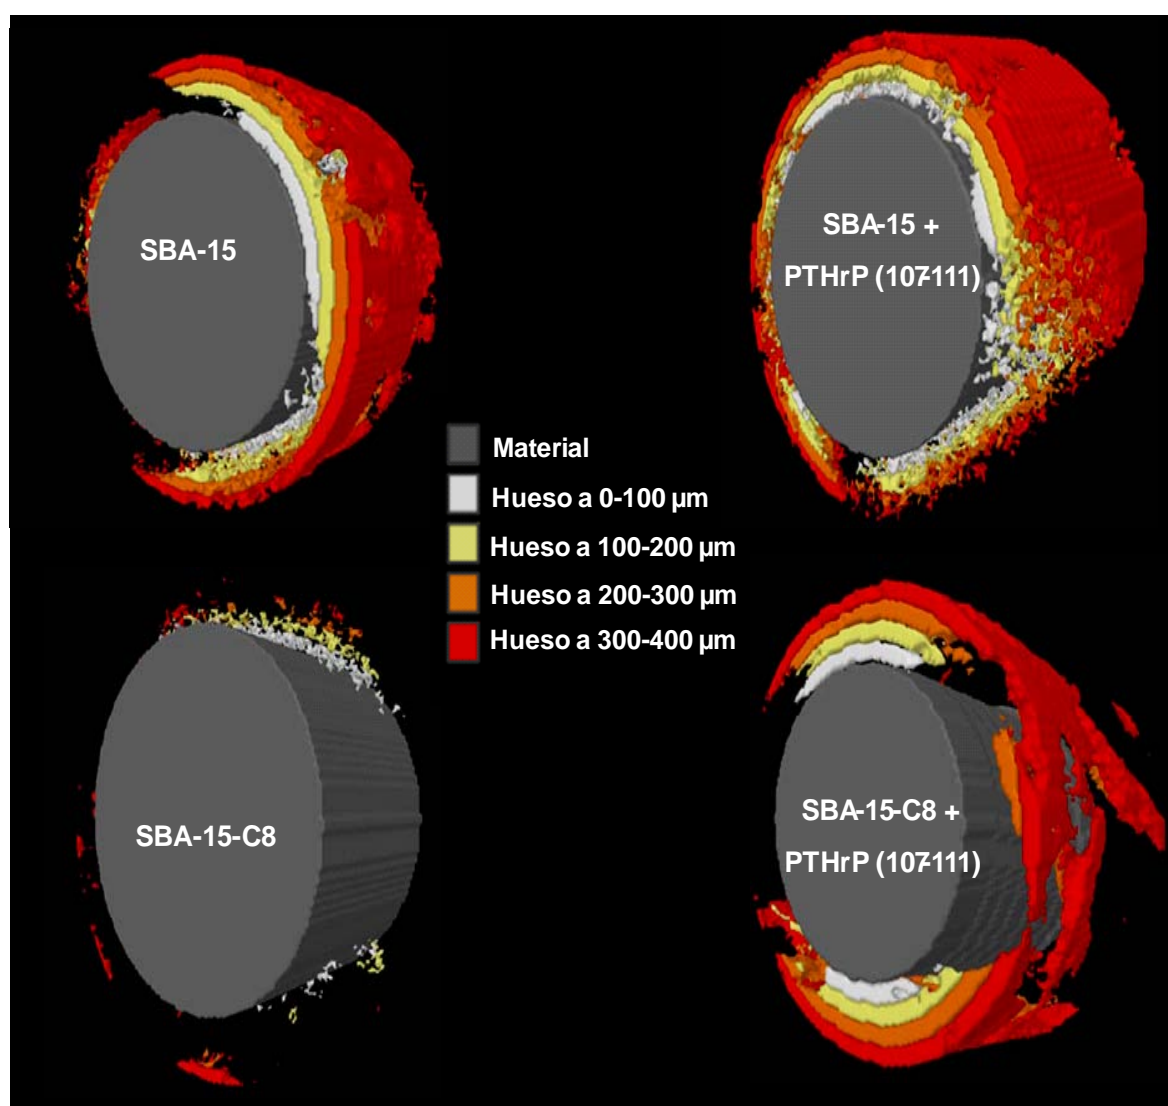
Imágenes representativas (analizadas por μ CT) de la neoformación ósea a diferentes distancias de cada uno de los biomateriales estudiados, con o sin PTHrP (107-111) a las 8 semanas de realizar el defecto cavitario en el fémur del conejo.
